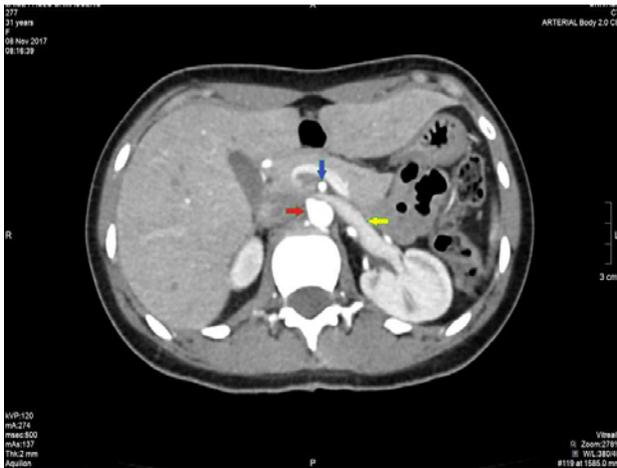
Corte axial da TC de abdome mostrando compressão da veia renal esquerda (seta amarela) entre a artéria mesentérica superior (seta azul) e a aorta (seta vermelha). Fonte: banco de imagens do setor de radiologia do Hospital Universitário da UNIVASF.
